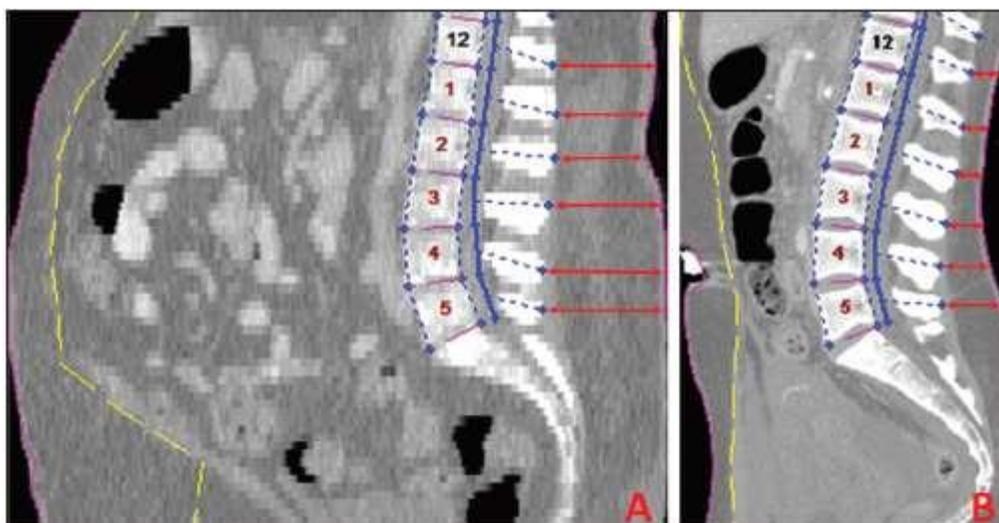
Fotografía del espesor de la grasa subcutánea mediante tomografía computada (45).
